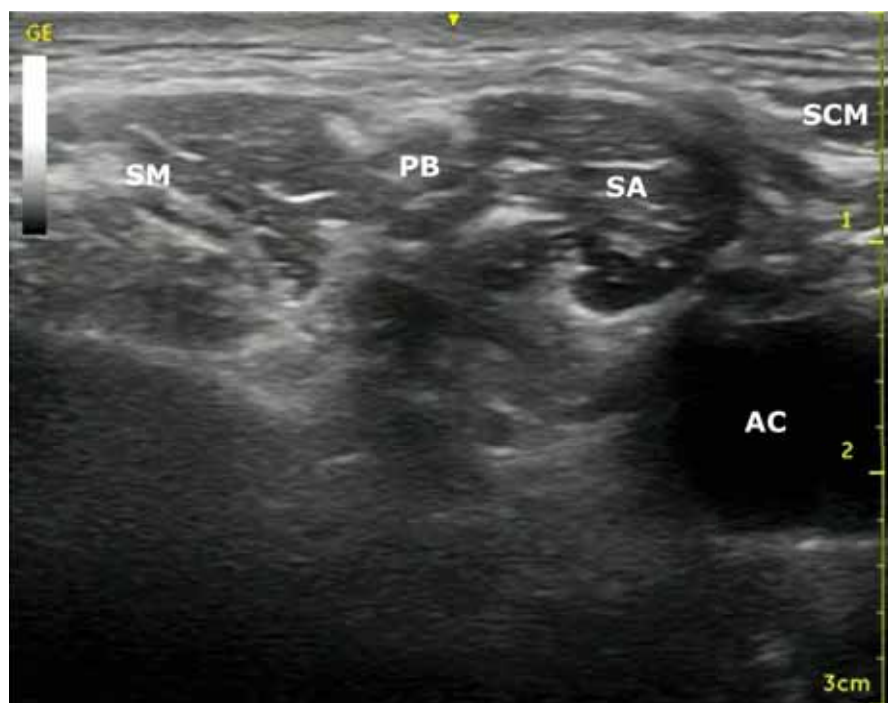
Imagine ecografică a plexului brahial la nivel interscalenic (AC – artera carotidă, PB – plexul brahial, SM – m. scalen medial, SA – m. scalen anterior, SCM – m. sternocleidomastoidian)
